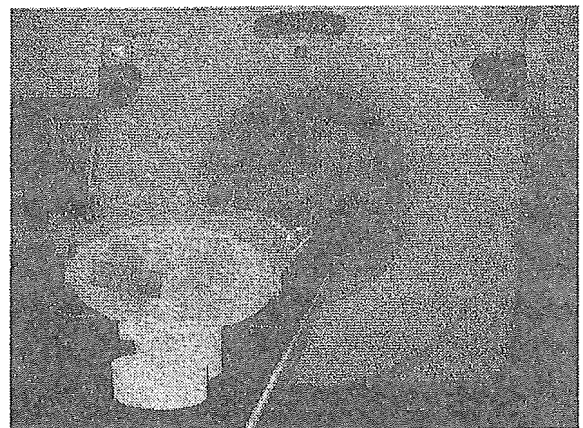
肺定位専用ファントムを利用した、CT 撮影及びフィルム照射風景。
